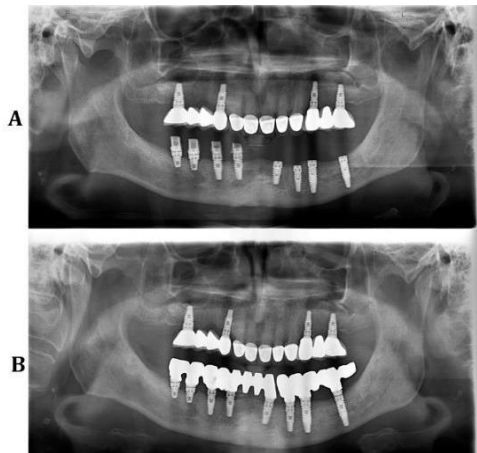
Postoperative orthopantomography images A: Operation day B: Four months later following prosthetic treatment (Between premolar and molar implants, the region where the canal was formerly, almost disappeared and new bone formation can be observed)
